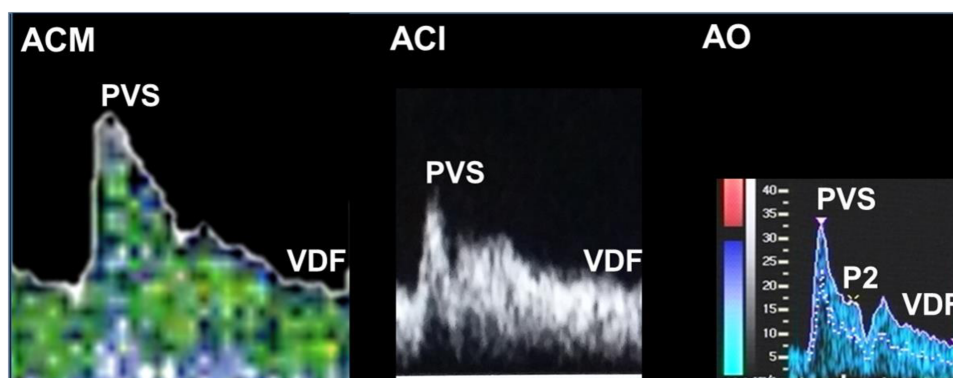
Velocidades e índices Doppler da artéria cerebral média (ACM), carótida interna (ACI) e artéria oftálmica (AO). PVS: Pico de velocidade sistólica; VDF: Velocidade diastólica final; P2: Segundo pico de velocidade sistólica; IR (Índice de Resistência):  $PVS - VDF / PVS$ ; IP: (Índice de Pulsatilidade) :  $PVS - VDF / \text{velocidade média}$ ; PR:  $P2 / PVS$ .
